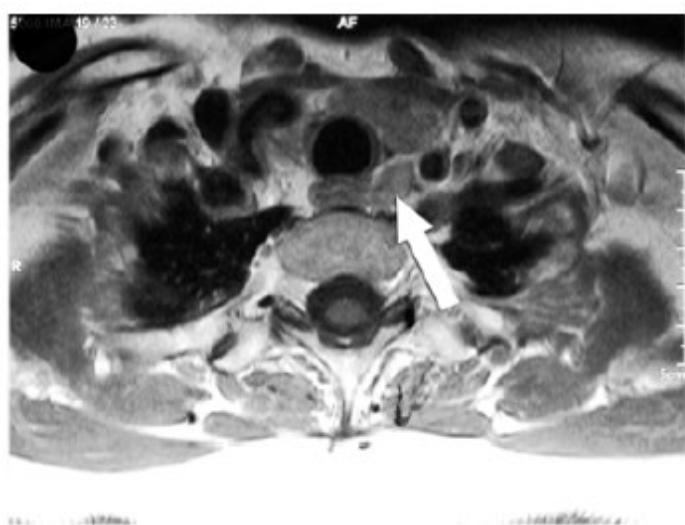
[98] : *IRM montrant un adénome parathyroïdien para-œsophagien gauche ; image T1 (gauche) et image T2 (droite).*
